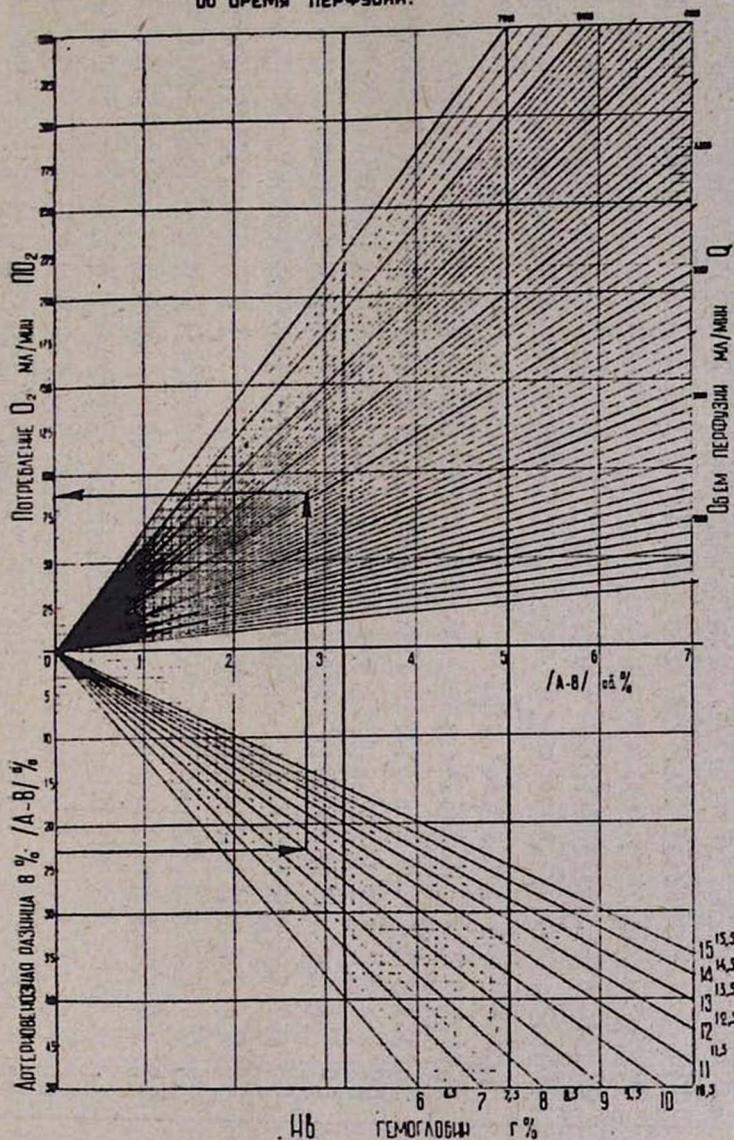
Номограмма определения величин потребления кислорода во время искусственного кровообращения. Стрелками показан путь определения искомой величины по данным артерио-венозной разности в процентах, величии гемоглобина и объемной скорости перфузии. Две вертикальные черты ограничивают диапазон нормальных значений артерио-венозной разности в объемных процентах.
